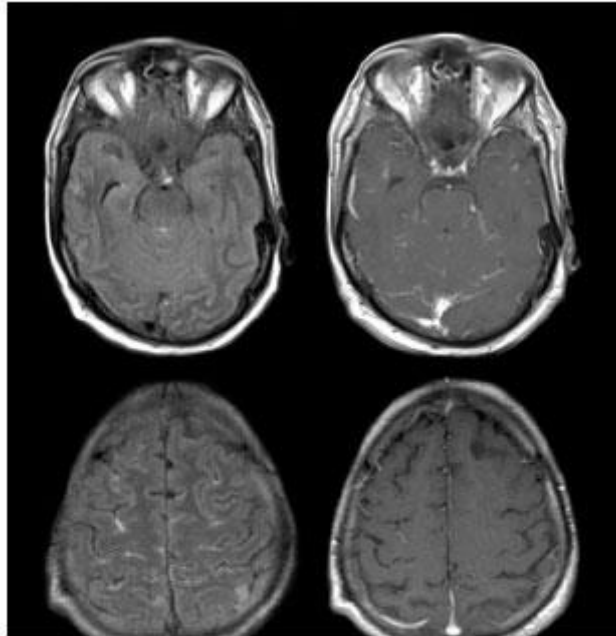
Secuencias T2 FLAIR (a y b) y T1 gadolinio (c y d). Aumento de intensidad de señal del espacio subaracnoideo en secuencia FLAIR asociado a realce leptomeníngeo, en paciente VIH con cuadro de meningismo progresivo. Se confirmó una meningitis secundaria a criptococo.
